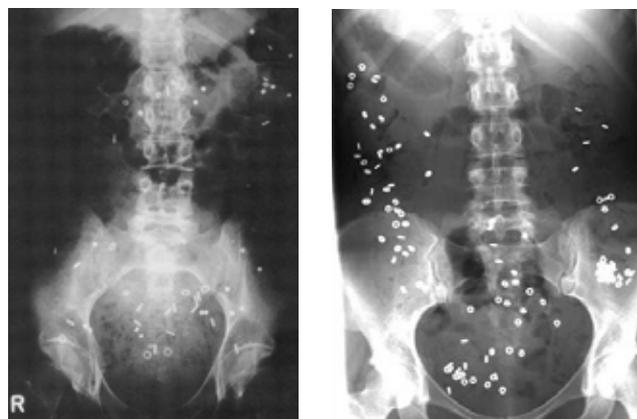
Links: Röntgenbild einer normalen Darmpassagezeit (ca. 60 Std). Nur wenige Marker finden sich nach 6 Tagen im Dickdarm. Rechts: Röntgenbild einer deutlich verlangsamten Darmpassagezeit (144 Std). Fast alle geschluckten Marker finden sich nach 6 Tagen noch im Dickdarm.
